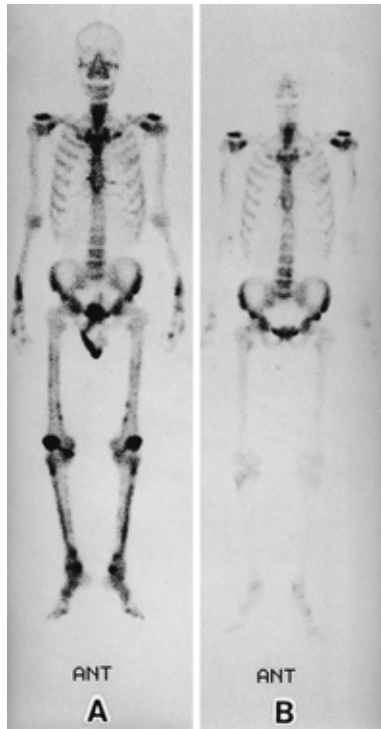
(A) Bone scintigram shows marked bilateral accumulations of 99 m-Tc-MDP in the long bones, bones of the hands, and patellae. (B) Abnormal accumulations disappeared after steroid therapy.
